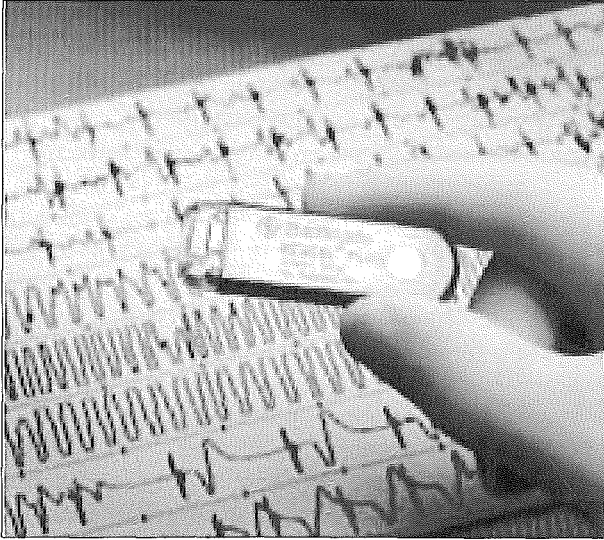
La photo du haut montre un MEI (Reveal, Medtronic) d'une dimension de 61 x 19 x 8 mm pour un poids de 17 g. La photo du bas montre une radiographie d'un MEI implanté en position sous-cutanée pectorale gauche, le long de l'axe du QRS (45°).
